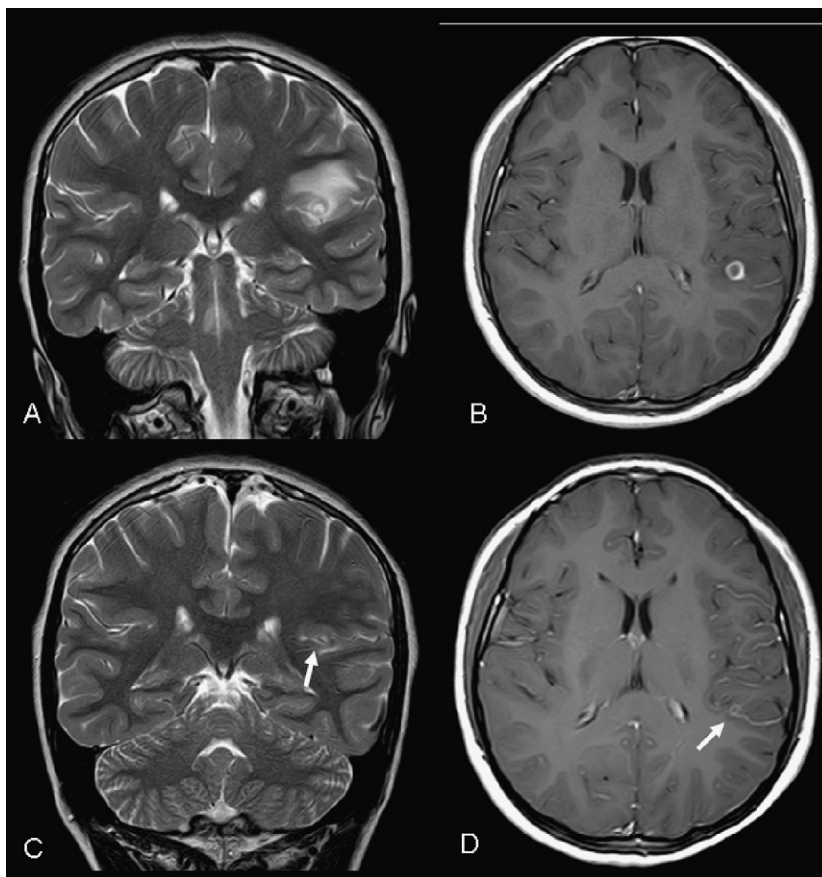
A) Resonancia magnética (RM) al diagnóstico turbo spin echo (TSE) T2 coronal. B) RM al diagnóstico spin echo (SE) T1 poscontraste axial. C) RM postratamiento TSE T2 coronal. D) RM postratamiento SE T1 poscontraste axial. Lesión quística con un pequeño nódulo mural, subcortical temporoparietal izquierda de 9 mm de tamaño, con importante edema vasogénico y realce anular compatible con un estadio vesiculocoloidal. En el control postratamiento (flechas) ha disminuido de tamaño, con desaparición del edema y un fino realce periférico residual (estadio nodulogranular).
